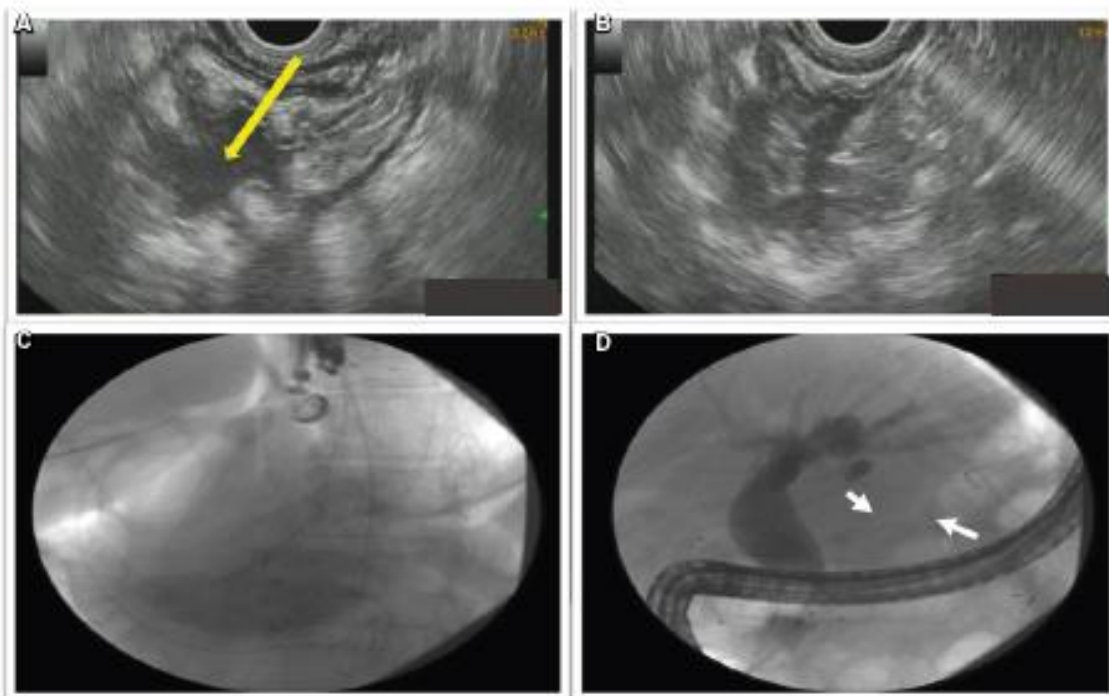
A. Imagen guiada por ultrasonido endoscópico (USE) que muestra la identificación del remanente gástrico (flecha amarilla) desde la bolsa gástrica en un paciente con BGYR. B. Imagen guiada por USE que muestra la punción-aspiración con aguja fina (PAAF) de 19G del remanente gástrico excluido. C. Imagen fluoroscópica de la prótesis metálica autoexpandible transgástrica de 20 mm. Las flechas blancas indican una cintura en la anastomosis gastrogástrica. D. Imagen fluoroscópica de CPRE a través de la prótesis transgástrica.
